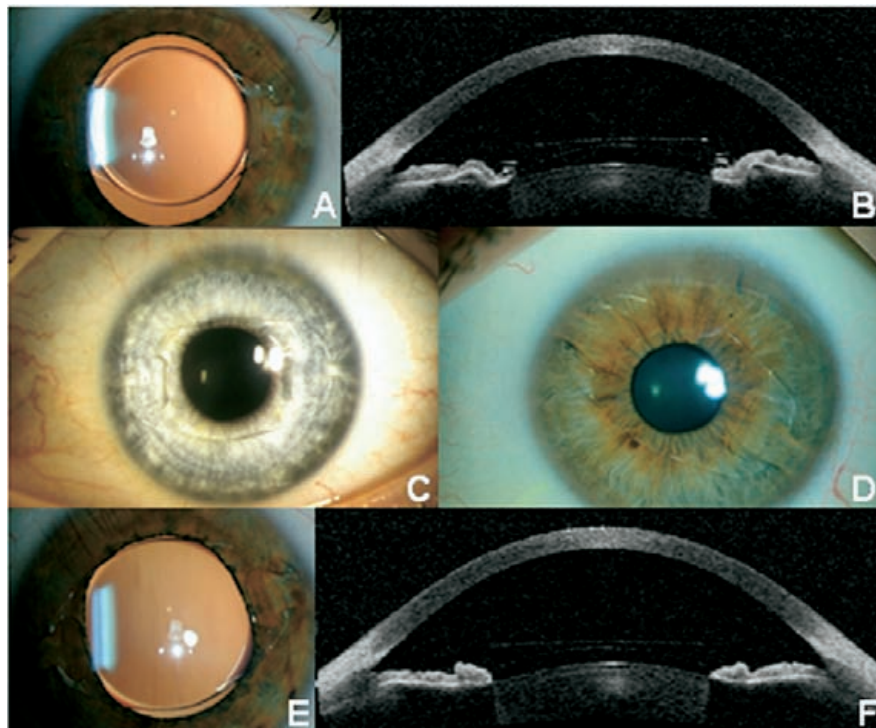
A, B, Clinical photograph and Visante optical coherence tomography (OCT) of a Veriflex phakic intraocular lens (PIOL) 12 months postoperatively. C, Clinical photograph of a Verisyse 5-mm optic PIOL 5 years after its implantation. D, Verisyse toric PIOL 3 years after its implantation. E, F, Clinical photograph and Visante OCT of a Verisyse 6-mm optic PIOL 4 years after its implantation.
